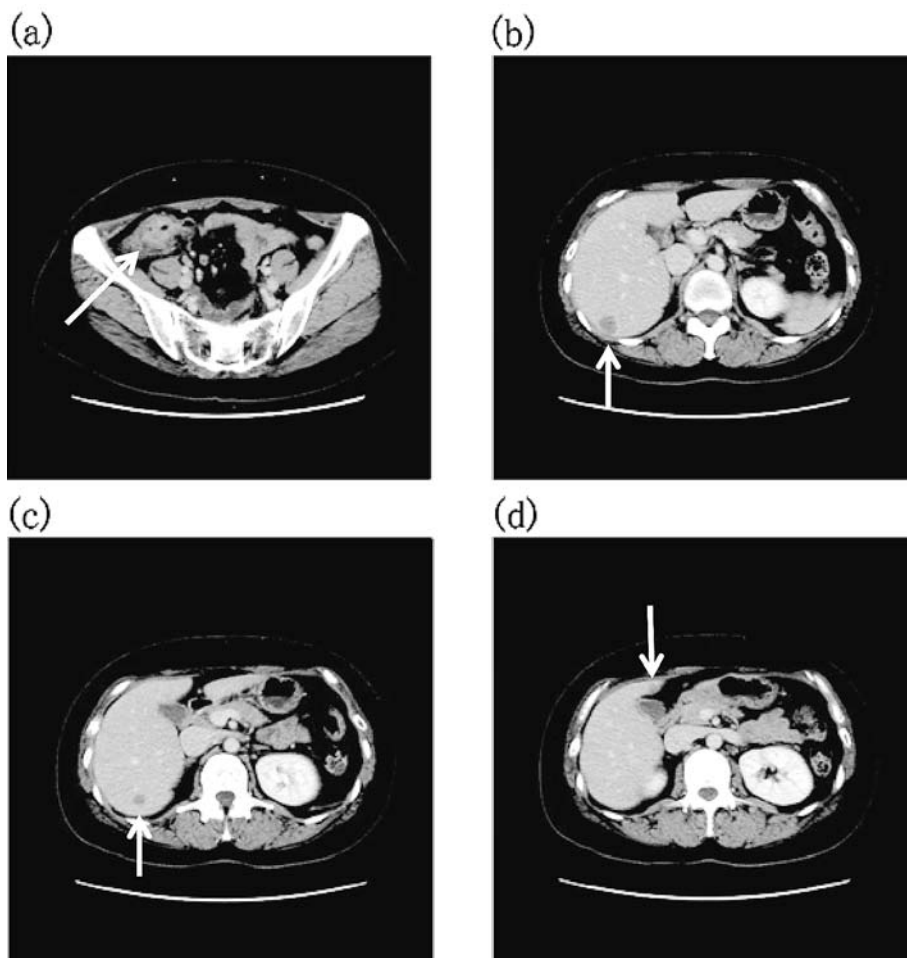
術前造影 CT. 盲腸の壁肥厚 (a: 図中実線矢印) と、肝転移を疑う 10~15 mm の低吸収域を後区域に 2 つと前区域に 1 つ (b, c, d: 図中実線矢印) 認めた.
